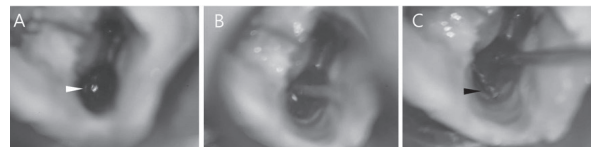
(A)파절된 파일의 끝부분이 관찰되는 모습(흰색 화살표). (B)CPR tip을 이용하여 파일에 초음파를 적용하는 모습. (C)파일이 제거되는 모습(검은색 화살표).
